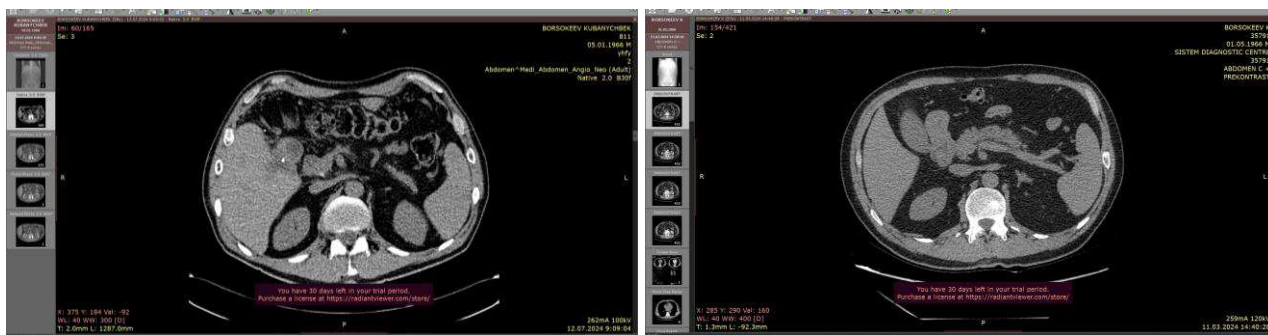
КТ снимок панкреатодуоденальной зоны (после операции)
